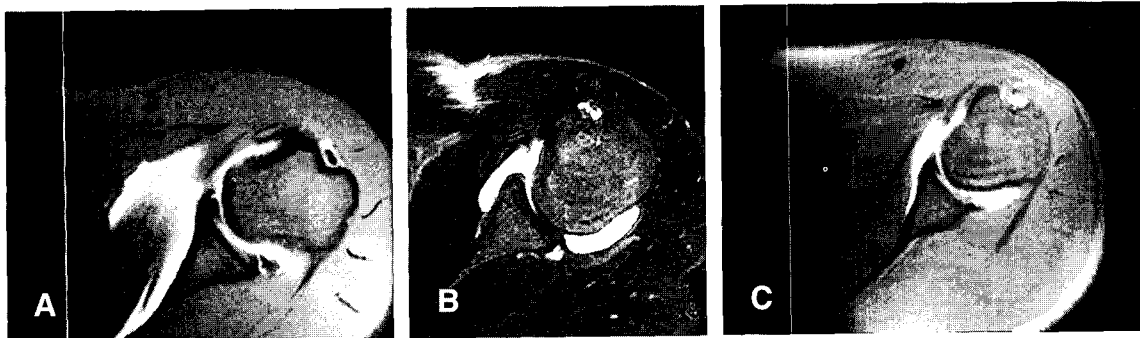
Classification of posteroinferior labral lesion in magnetic resonance image-arthrogram.
